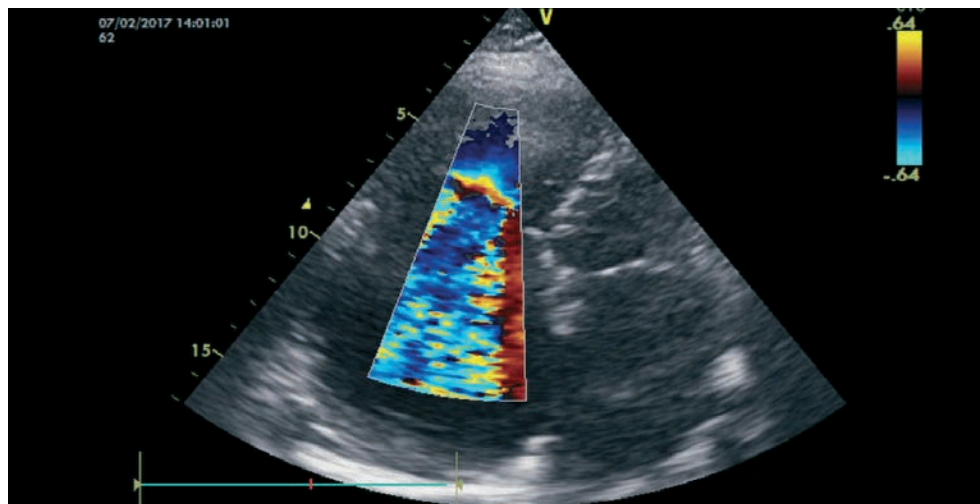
Ecocardiografie 2D + Doppler Color. Displazie aritmogenă de ventricul drept, stadiu avansat. Secțiune apicală patru camere. Dilatarea considerabilă a ventriculului drept, infiltrarea fibroadipoasă a peretelui liber al ventriculului drept, regurgitare severă de valvă tricuspida (diametrul bazal VD 49mm). Din arhiva Dr. Irina Cabac-Pogorevici
